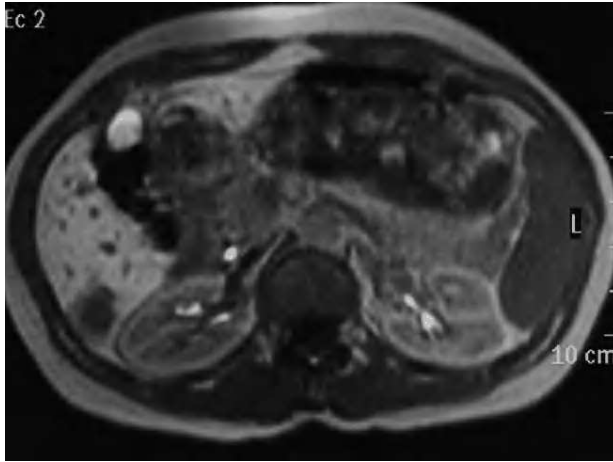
Resonancia magnética de lesión nodular hepática.
